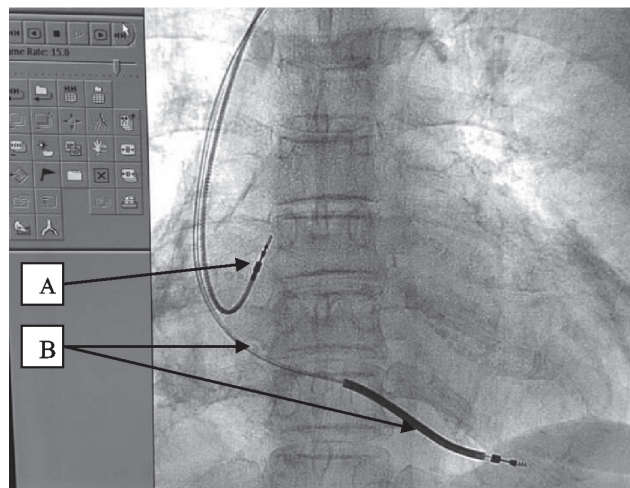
Рентгенограмма грудной клетки, расположение электродов: А – в ПП; В – в ПЖ, дефибрилляционная катушка.
